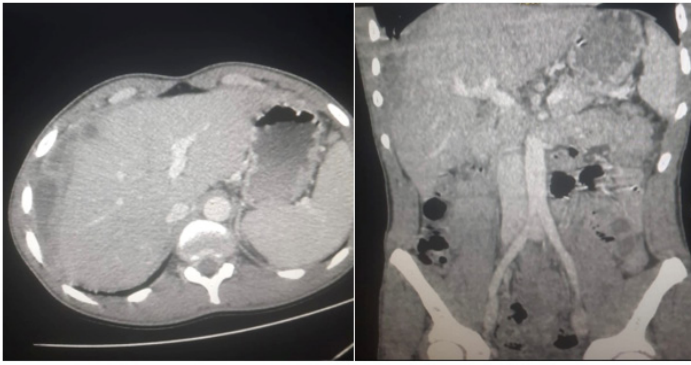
TDM abdomino-pelvienne montrant les collections péri-hépatique et intra-hépatique de siège sous capsulaire
